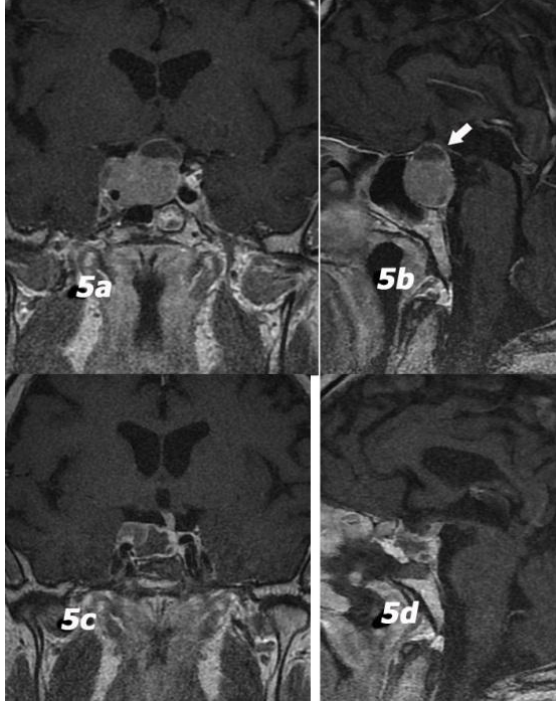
Ameliyat öncesi hipofiz MRI, ok ile hipofiz bezi gösterilmektedir. 4c, 4d: ameliyat sonrası MRI kesitleri.
